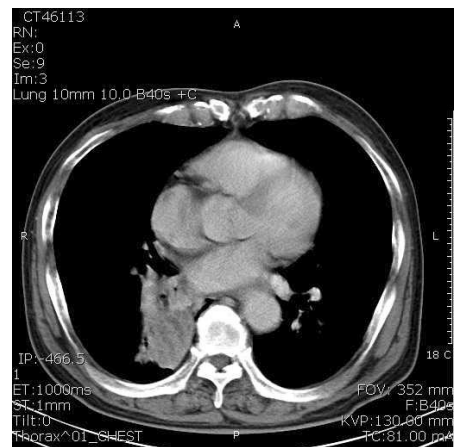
Chest CT shows 4.5×3.5 cm mass, encasing bronchus intermedius and right lower lobe bronchus.
